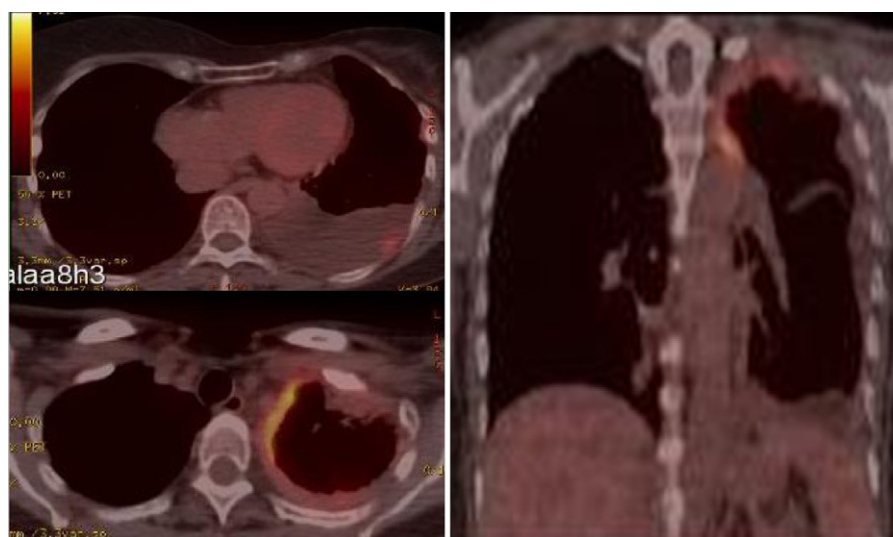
Imágenes de fusión de la PET-TC en la que se observan 2 focos de hipermetabolismo patológico en la zona apical pleural izquierda (SUV 6,8 g/ml) y en la subpleural basal izquierda (SUV 3,8 g/ml).
